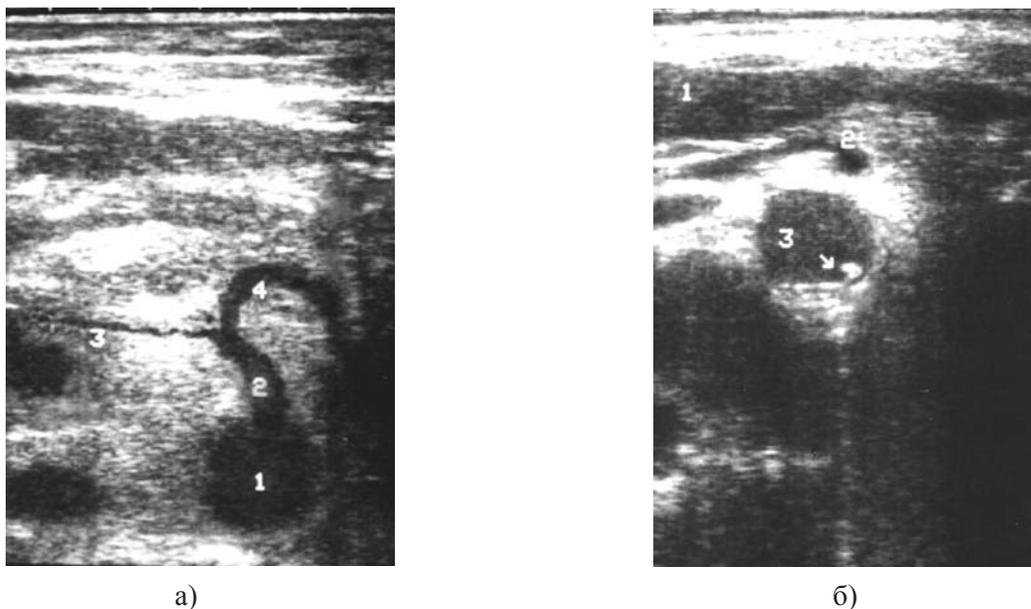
а) Поперечная эхотомограмма эпигастральной области у больного атеросклерозом, страдающего приступами «брюшной жабы» 1 - левая доля печени; 2 - поперечное сечение верхней брыжеечной артерии; 3 - поперечное сечение брюшного отдела аорты, на интима задней стенке которой выявлен эхогенный локус (указан стрелкой) петрифицированной атероматозной бляшки.
